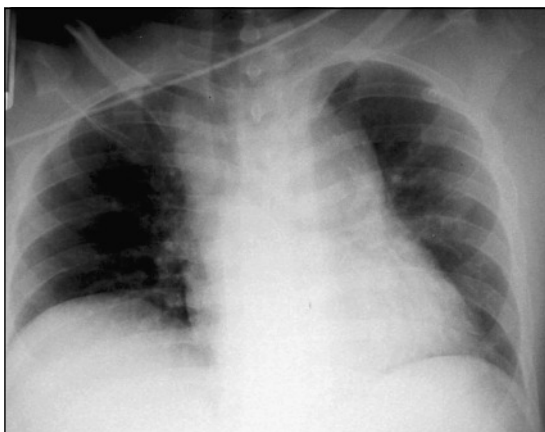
Radiografía de tórax antero-posterior en paciente politraumatizado muestra ensanchamiento mediastínico. Debe continuarse el estudio de la aorta con un angio-TAC de tórax.
